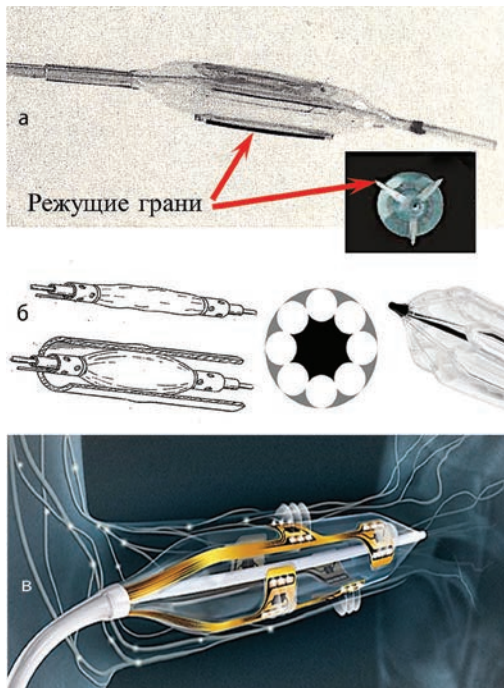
Баллонные катетеры с различными приспособлениями: а) режущий баллонный катетер; б) перфузионные баллонные катетеры; в) баллонный катетер с электродами.
